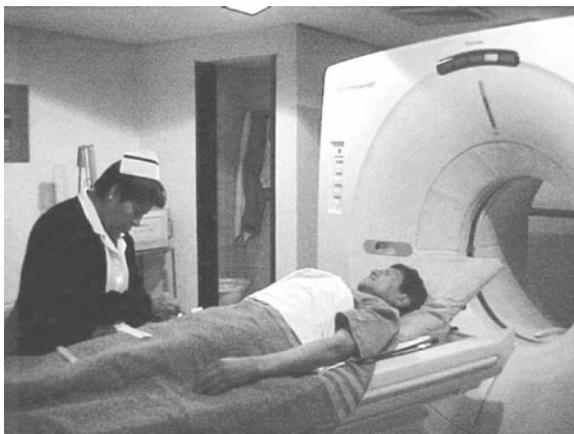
Resonancia magnética.
